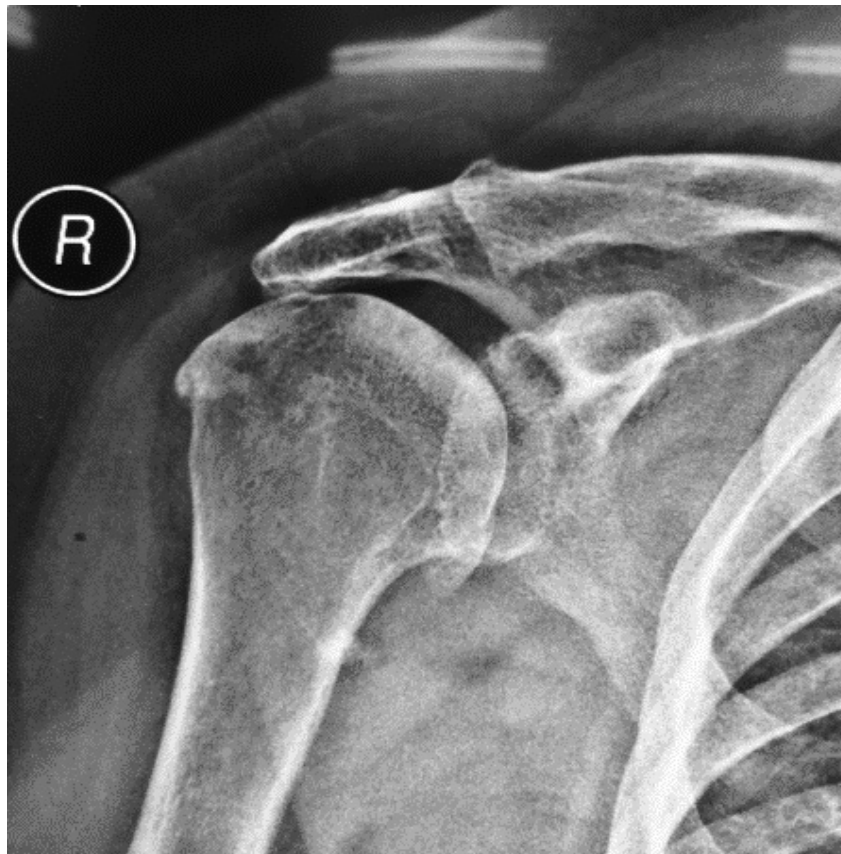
Рентгенограма плечового суглоба на ранній стадії остеонекрозу
